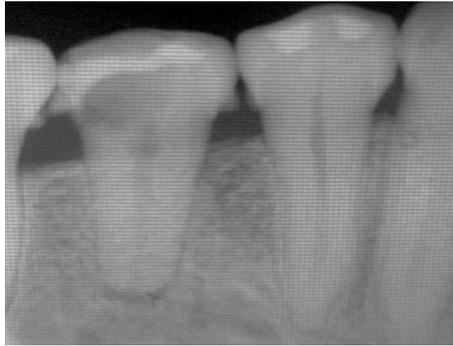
Radiografía inicial donde se observa una lesión apical (fd)
